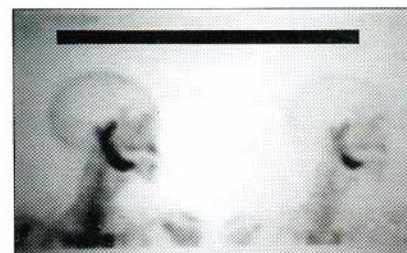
Ortropantomografía de control a los 7 meses. Remodelación ósea.
